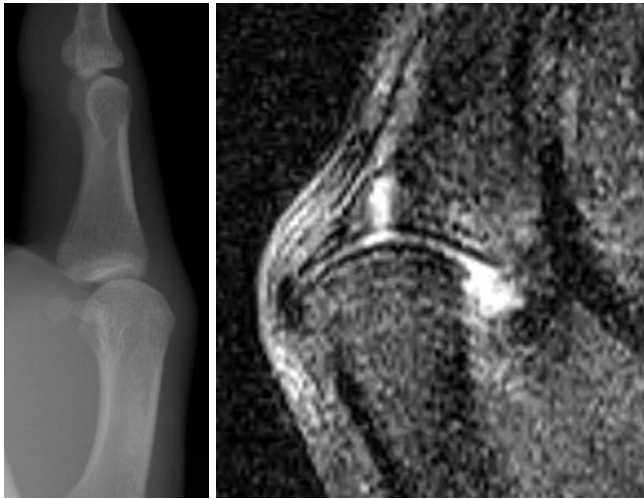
Preoperative conventional radiograph and MR image of 22-year-old male patient.
